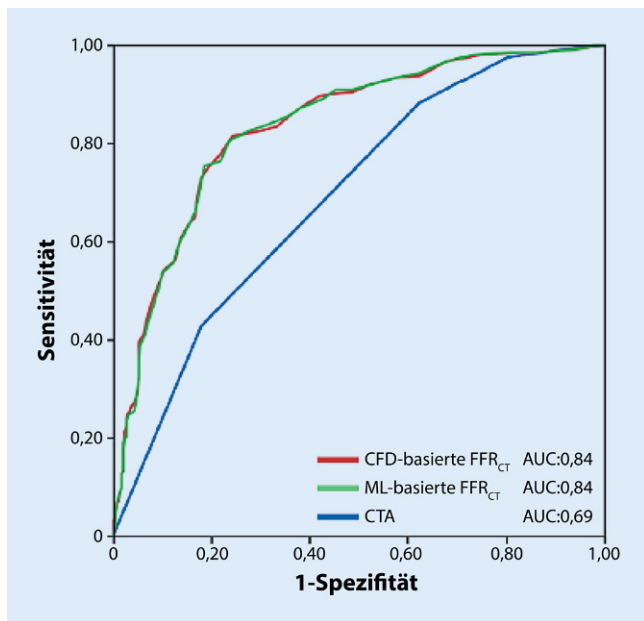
▲ ROC („receiver operating characteristic“-Analyse der CFD („computational fluid dynamics“-basierten (rote Kurve) und der ML („machine learning“-basierten (grüne Kurve) FFR_{CT} („computed tomography-derived fractional flow reserve“-Bestimmung im Vergleich zur reinen/morphologischen Koronar-CTA (Computertomographie-Angiographie; blaue Kurve) ergibt jeweils eine vergleichbare AUC („area under the curve“) von jeweils 0,84 und einen deutlich niedrigeren Wert für die CCTA („coronary computed tomography angiography“) allein. (Mod. n. [20])
